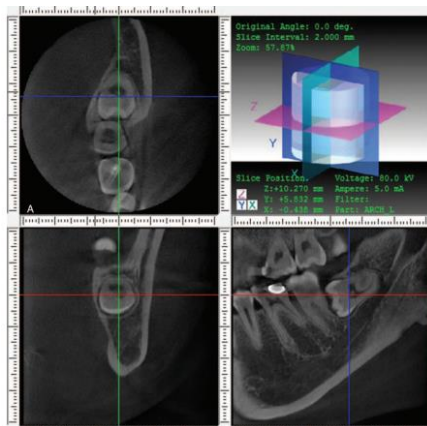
Tomografía computarizada de haz cónico de vista axial, vista paraxial y vista sagital de un tercer molar mandibular incluído en posición lingual (27)
